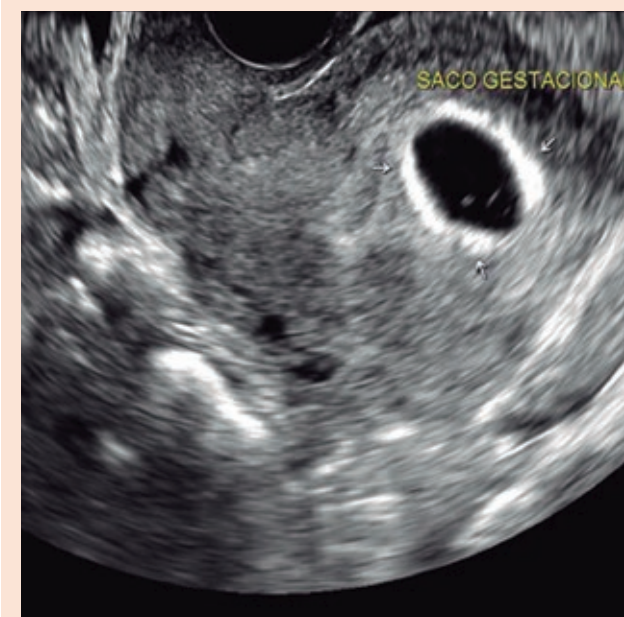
Ultrassonografia transvaginal bidimensional, 6 semanas, aponta presença de saco gestacional intrauterino, compatível com gestação normal tópica.
